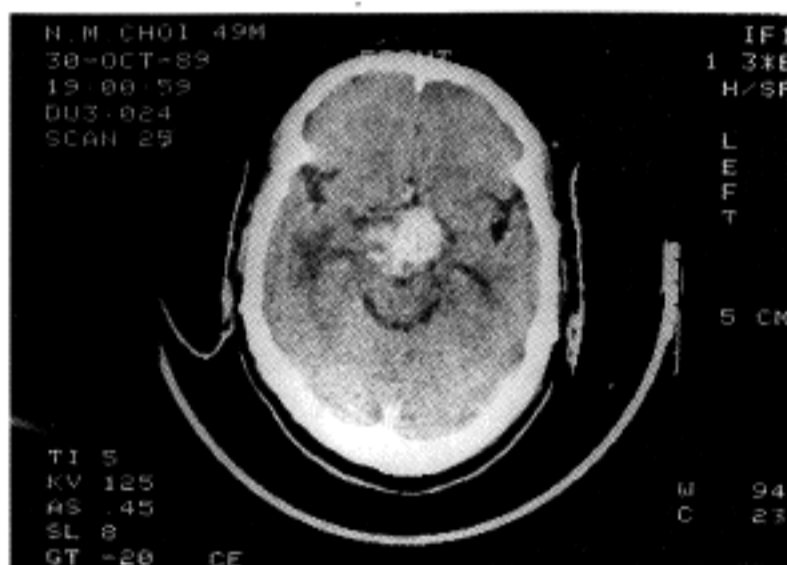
A CT scan reveals a solid and well enhanced mass. Although minute cystic portions are noted, the mass is largely solid and devoid of calcification(case 1).
